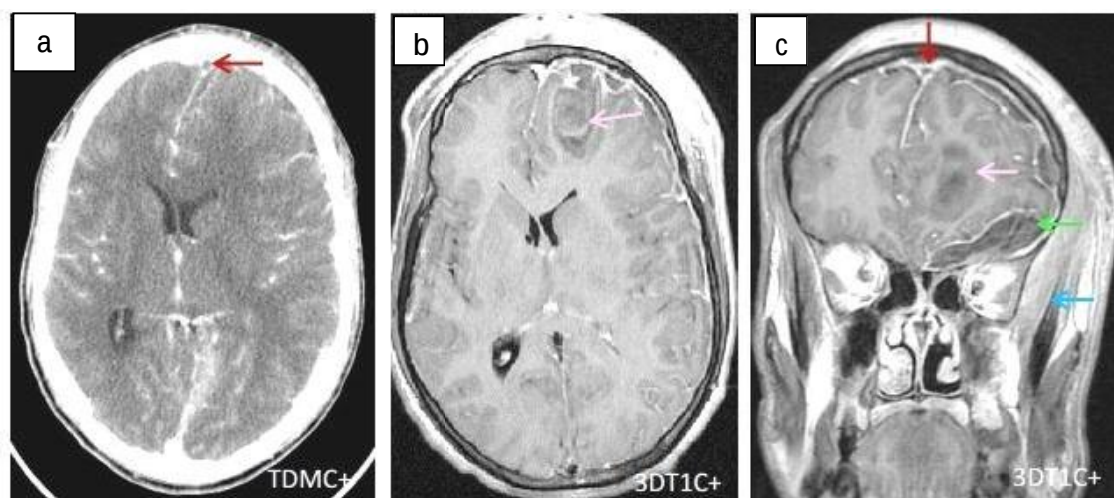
Patient de 21 ans sans antécédents pathologiques notables victime d'un traumatisme crânien. Un scanner cérébral en coupe axiale après contraste (a) a été réalisé objectivant un défaut de rehaussement du SLS →. On a complété par une IRM cérébrale en coupe axiale T1 injectée montrant un infarctus veineux →, et en coupe coronale T1 injectée (c) montrant les anomalies citées auparavant, et aussi une cellulite orbito-faciale → et un empyème frontal gauches →.
